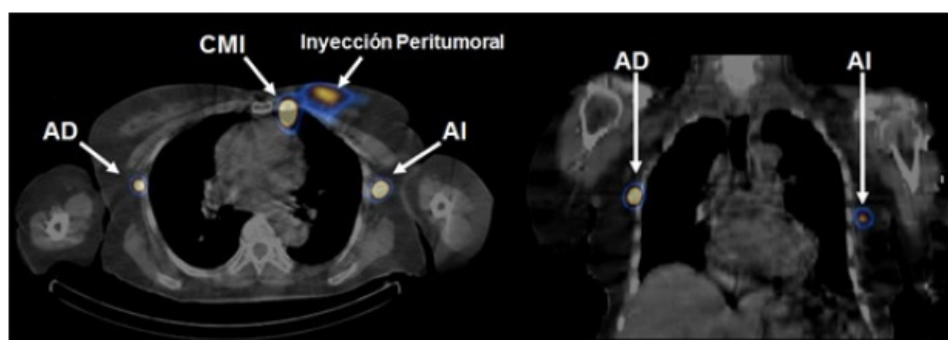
SPECT/CT torácico evidenciando un ganglio centinela no sospechado en la axila contralateral (CMI= Cadena Mamaria Interna, AI= Axila izquierda, AD= Axila derecha).
